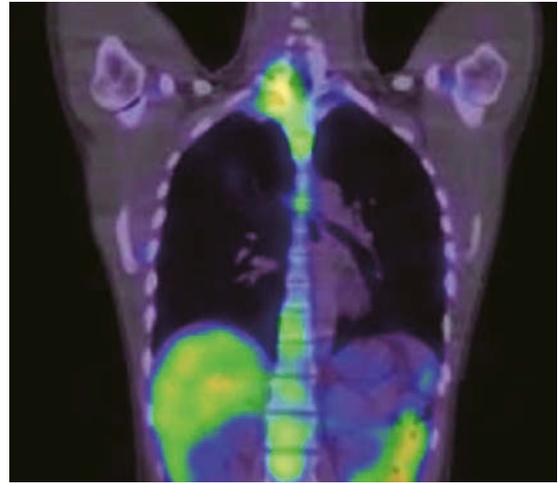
Gallium scintigraphy-CT showed abnormal accumulation on the right cervical region where the vessel dilatation and arteriovenous fistula were.
